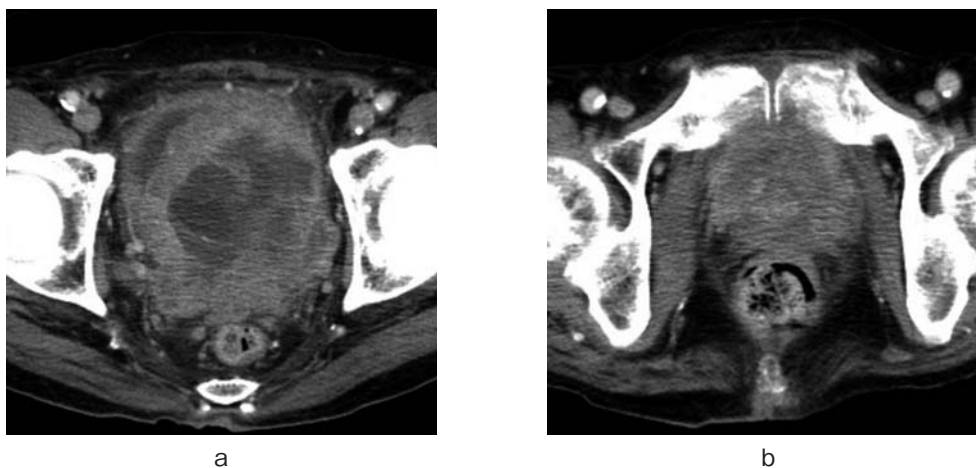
(a): Pre-chemotherapy, (b) Post-chemotherapy; CT shows the size reduction of the prostate after 2 courses of the chemotherapy.
